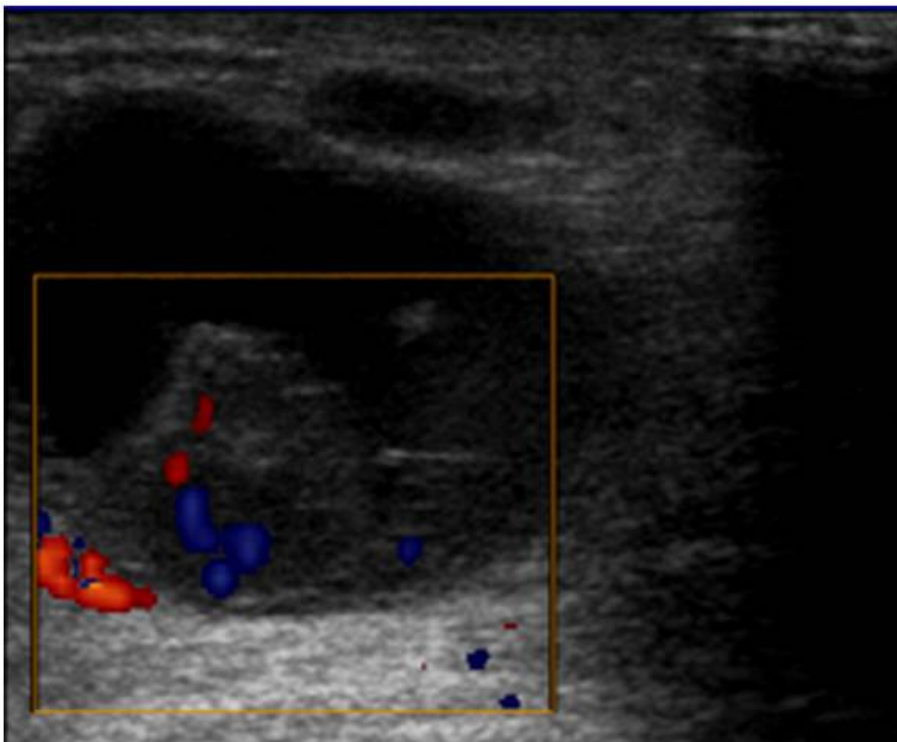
échographie de la masse montrant une prolifération intra-tumorale
